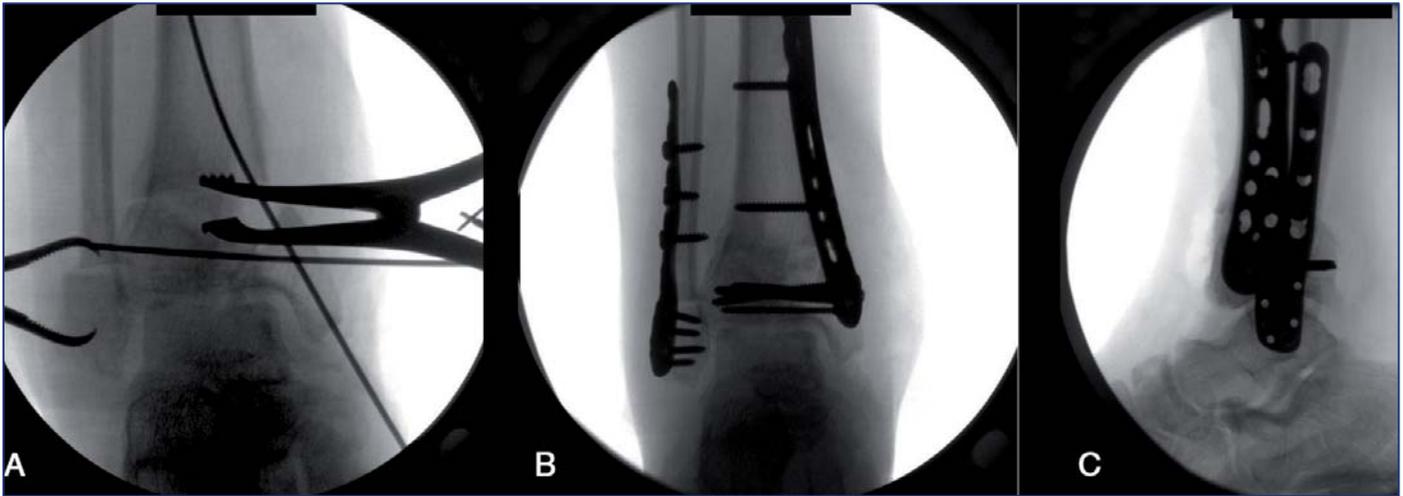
Fluoroscopia intraoperatoria (A) de la realineación y reconstrucción de la superficie articular. Radiografía AP (B) y lateral (C) intraoperatoria con RAFI
